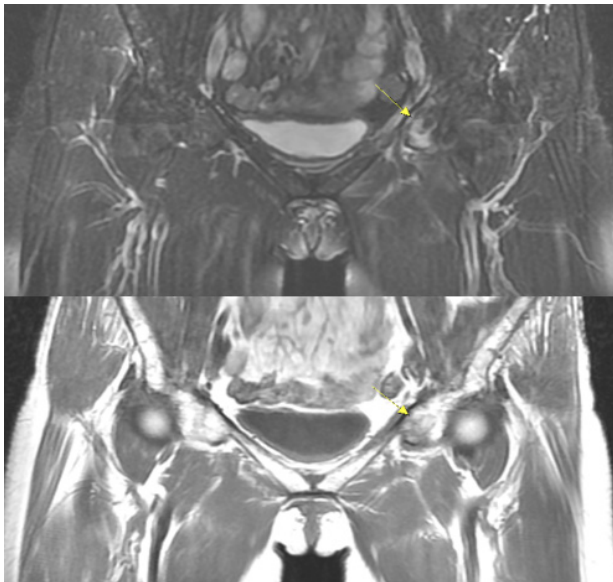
Fracture of ischiopubic junction: coronal T2-weighted fat suppression magnetic resonance imaging in upper image, coronal T1-weighted magnetic resonance imaging of hip in lower image. Ischiopubic junction with high signal intensity in upper image, low signal intensity in lower image (April 29, 2022).
